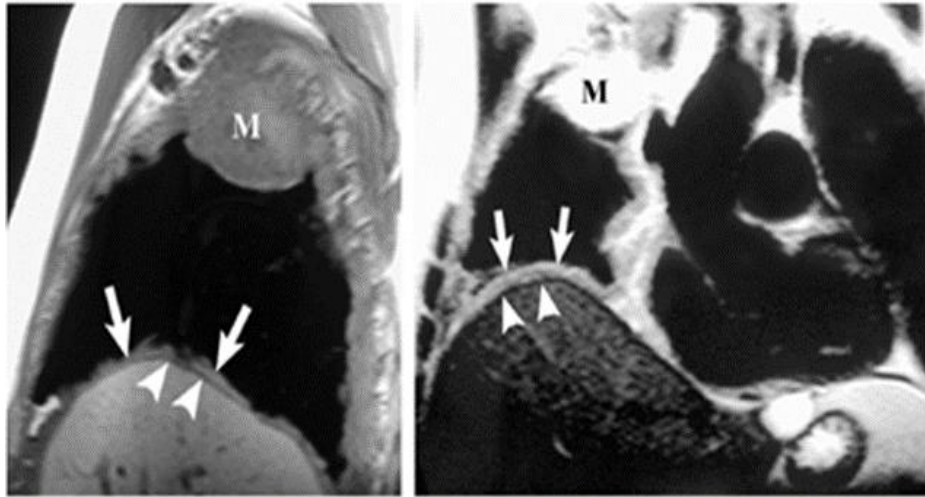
mesotelioma pleurico rilevato alla RMN
